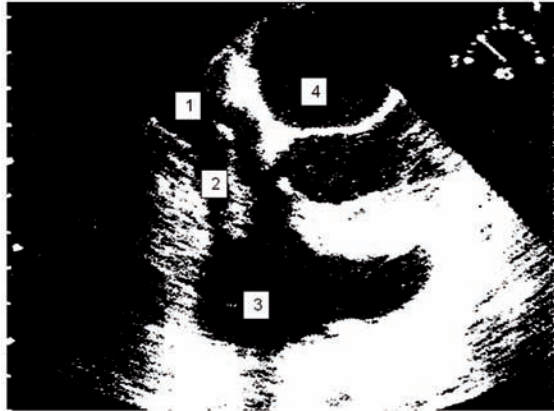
Presença de vegetação em válvula de Eustáquio visibilizada ao ecocardiograma transesofágico. 1. Veia cava inferior. 2. Válvula de Eustáquio com vegetação. 3. Átrio direito. 4. Átrio esquerdo.
